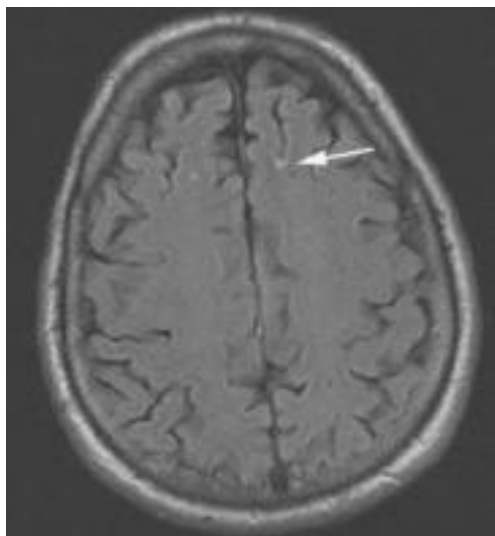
Εικόνα T2 σε MRI δείχνει ότι το φλεβικό αγγείωμα μπορεί να είναι πολύ λεπτό. Σ' αυτό τον ασθενή, η φλέβα αποροής είναι αρκετά μεγάλη ώστε να δίνει κενό σήμα ροής στην εικόνα T2. Η παρεγχυματική ανωμαλία τυπικά δεν είναι ορατή. (ref: medscape: Brain imaging in Venous Vascular Malformations. Author: Andrew L. Wagner, MD; Chief editor: James Smirniotopoulos, MD.)
